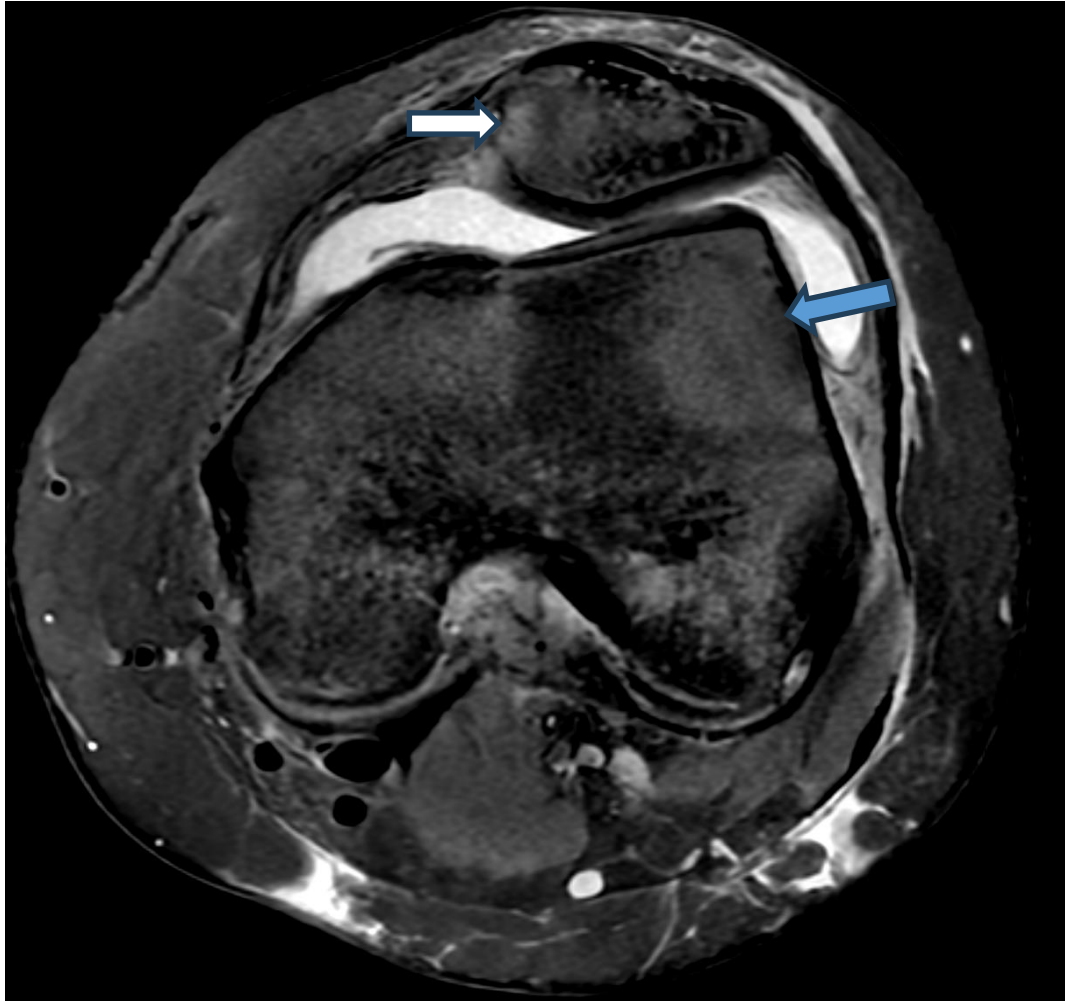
RM de rodilla, axial, secuencia T2.
